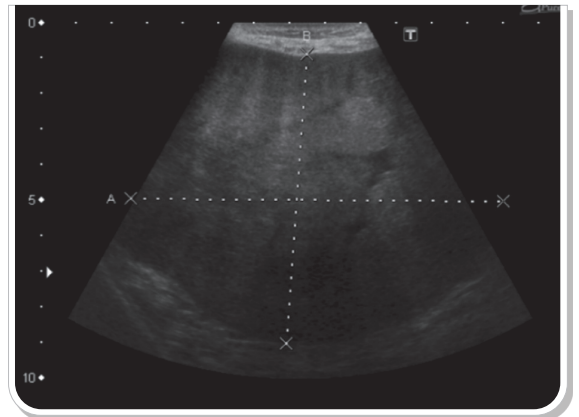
Ecografía de mama izquierda. Se observa masa sólida multilobulada, de ecoestructura heterogénea, con aéreas anecoicas centrales, sin vascularización al examen Doppler.
